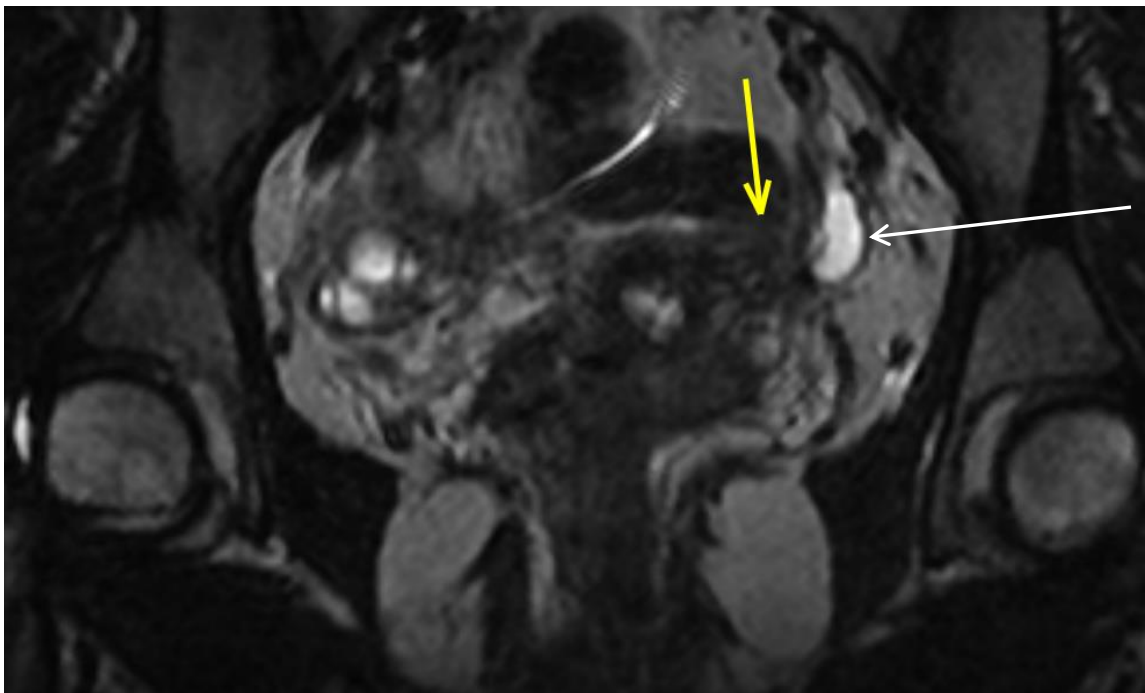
IRM coronale T2FS : nodule obstructif (flèche jaune) responsable de la dilatation urétérale (flèche blanche).
